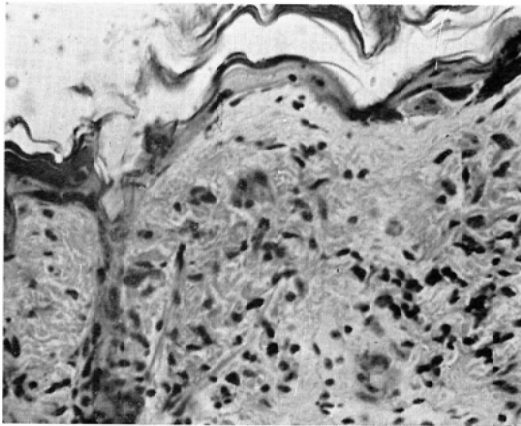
Section of skin, 10 days after single dose of 5000 rads of X-rays.
